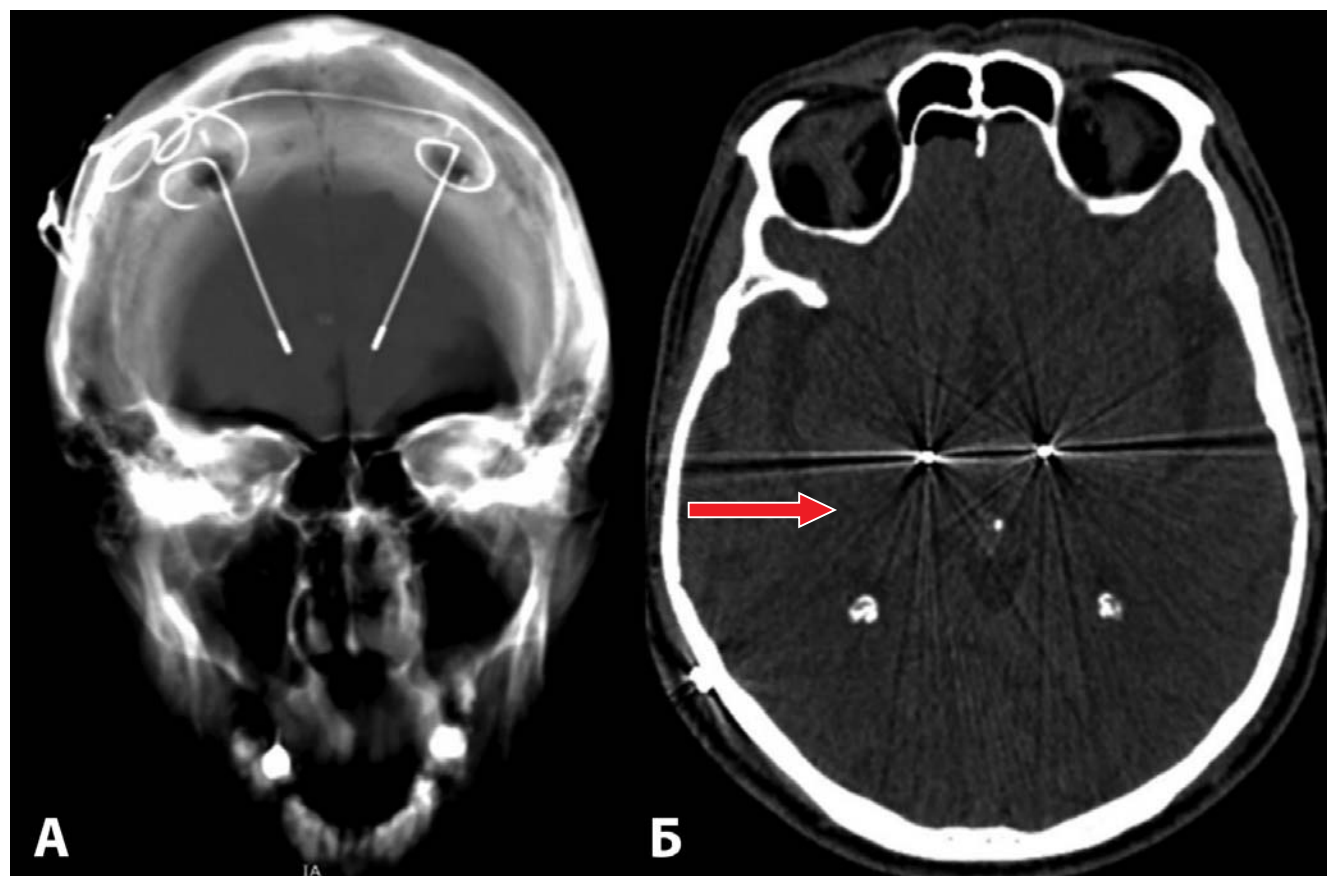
Рентгенография черепа в прямой проекции (А) и компьютерная томография головного мозга пациента (Б). Красными стрелками показаны глубинные электроды, расположенные в субталамических ядрах с обеих сторон
